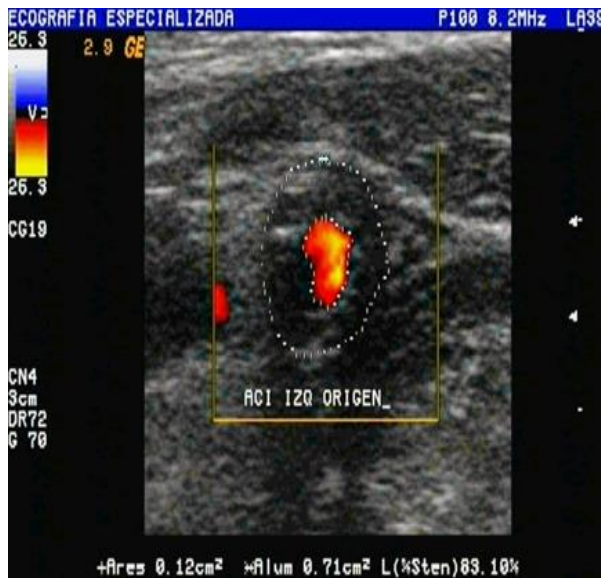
Eco doppler carotideo
